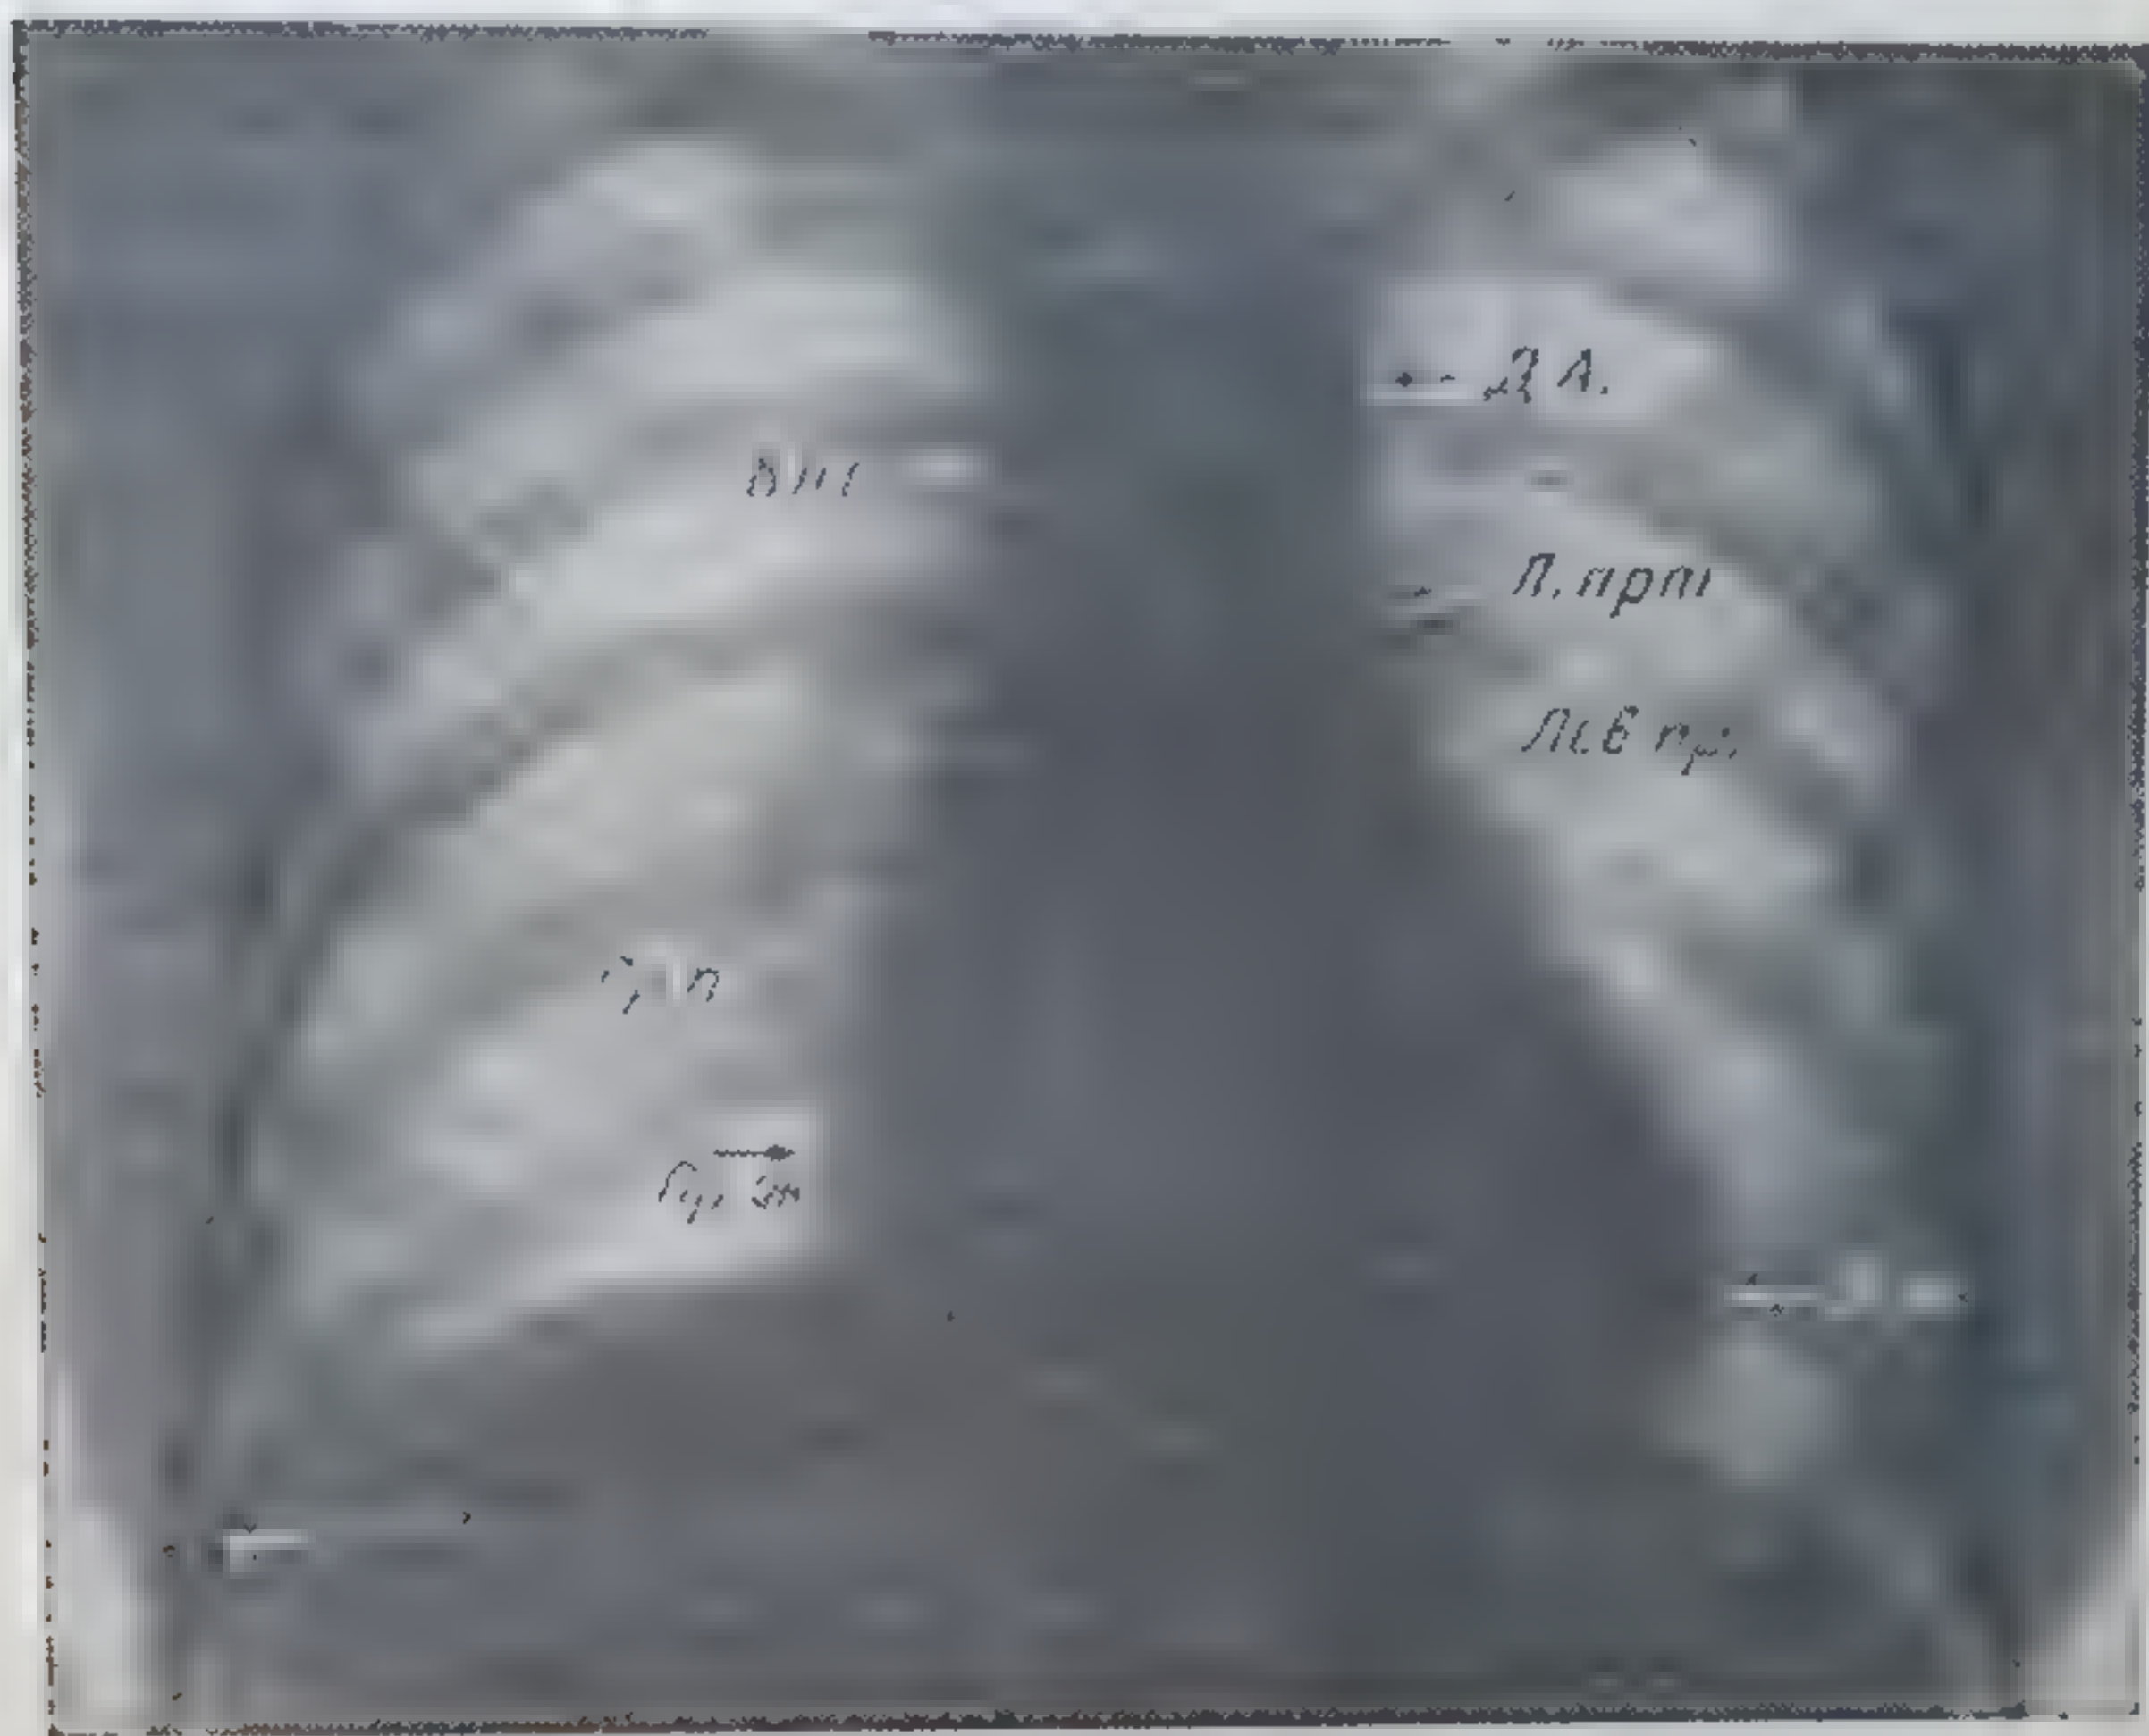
Рентгеновский снимок сердца.
